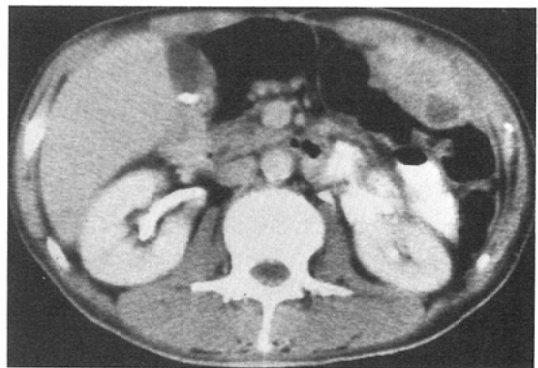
Contrast enhanced CT shows almost homogeneous enhancement. Non-enhanced area is unlikely to be organized sufficiently.
